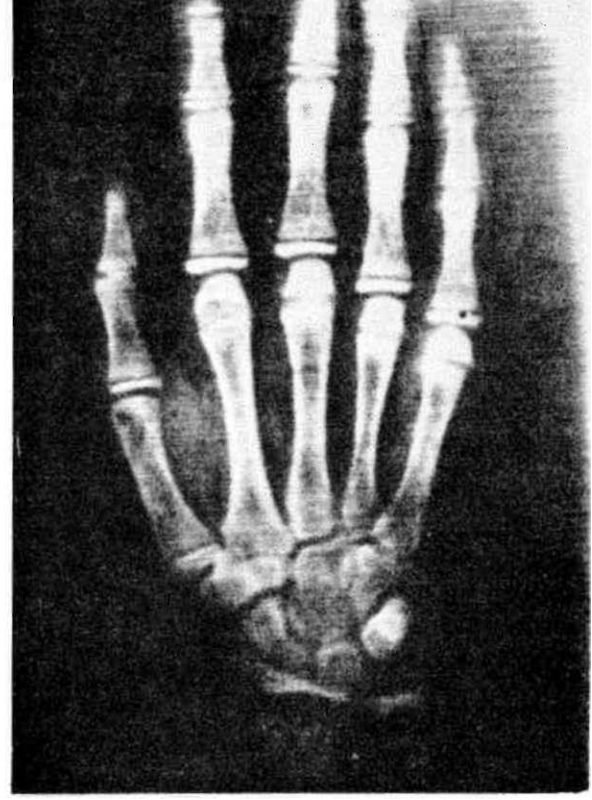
Z.D. 13 yaşında (KBY + CROD tanısı ile kliniğimizin nefroloji bölümünde izlenen hastanın el-bilek grafisi).
